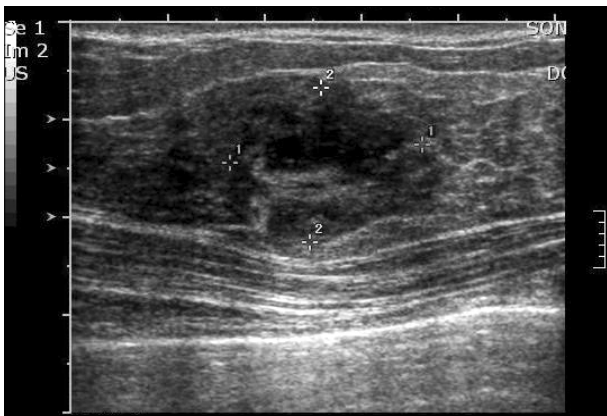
Right breast ultrasonogram: Ultrasonogram demonstrates an ill defined, homogenous, hypoechoic 2 cm sized septated mass in right breast at 12 o'clock.
